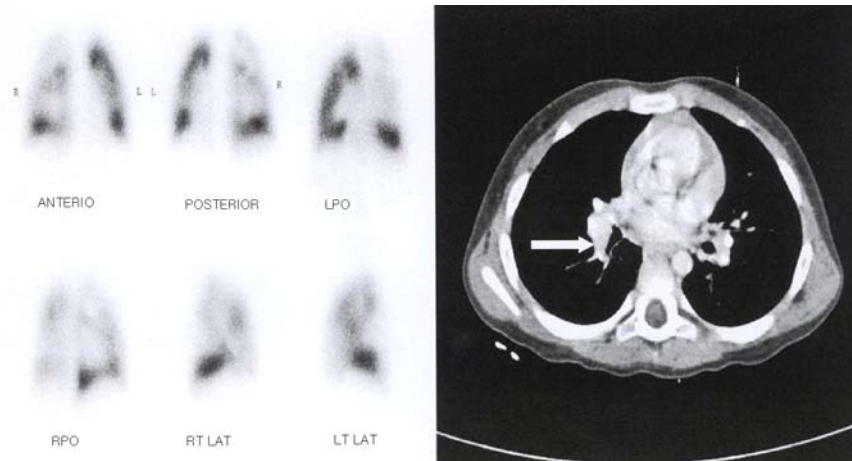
Many segmental perfusion defects in both lungs are noted in the lung perfusion scan (left). A low density thrombus was found within the interlobar right inferior pulmonary artery by CT pulmonary angiography (right).
